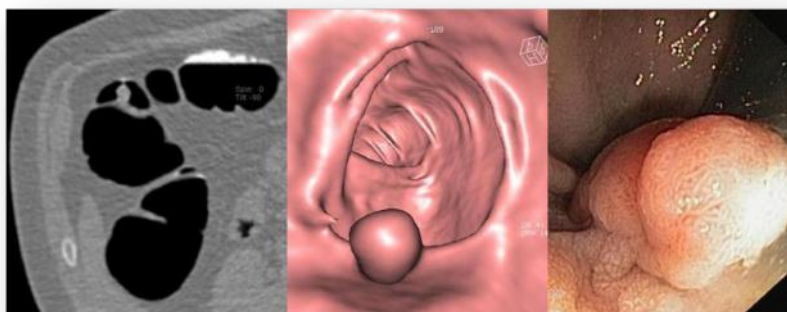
Pólipo flexura hepática por CT y su imagen en colonoscopia
